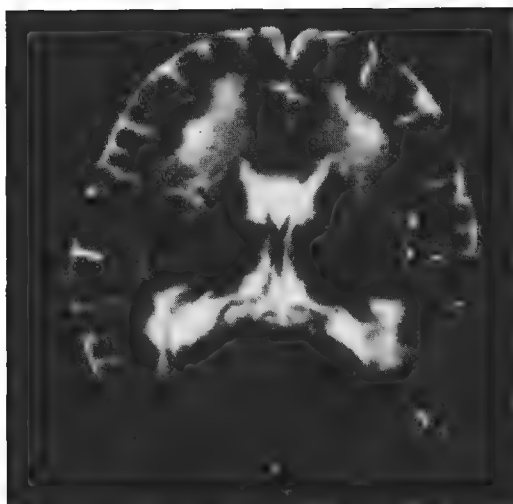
脑白质营养不良 (男, 11 岁, 颅脑 MRI)
